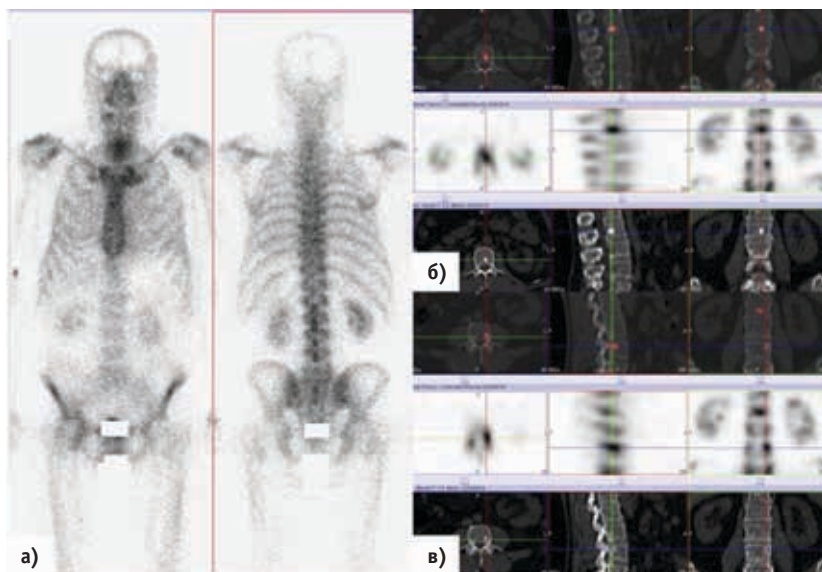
Исследование костной системы больного раком предстательной железы. На планарных остеосцинтиграммах (а) признаков очагового поражения скелета не выявлено. Сцинтиграфическая картина соответствует дистрофическим изменениям в позвоночнике и суставах. На реконструированных и совмещенных срезах ОФЭКТ/КТ поясничного отдела позвоночника (б,в) определяются очаги гипераккумуляции РФП в телах 2-го (б) и 4-го (в) поясничных позвонков. На КТ-изображениях данные участки представлены очагами уплотнения костной структуры до 1,2 см в диаметре
